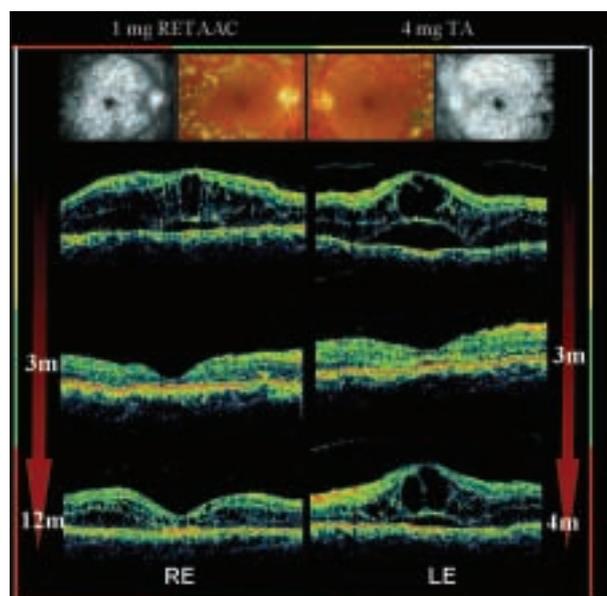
Evolución del grosor del edema macular diabético (EM) de un paciente tras inyección de 1 mg de RETAAC intravítrea en el ojo derecho (OD) y una inyección de 4 mg de acetónido de triamcinolona (AT) en el ojo izquierdo (OI). Fotografías en color del fondo de ojo tras fotocoagulación láser y fases tardías del angiograma que muestran EM cistoide. Tomografía de coherencia óptica (OCT) de base seis milímetros de ambos ojos: la mácula central tiene apariencia simétricamente engrosada, con grandes espacios quísticos intrarretinianos hiporreflectantes y desprendimiento de retina seroso. Un mes tras la inyección de RETAAC (OD) el grosor macular central (GMC) ha disminuido drásticamente y muestra una resolución completa del edema macular a lo largo del periodo de estudio (12 meses), momento en el que se aprecia una recaída. A la inversa, a pesar de la respuesta anatómica inmediata, el escáner macular del OI (AT) desvela regresión del fluido submacular, espacios quísticos y medidas de GMC comparables con la línea de comienzo dentro de los primeros cuatro meses tras la inyección intravítrea, un perfil de GMC que permanece prácticamente inalterado a lo largo de todo el estudio.
